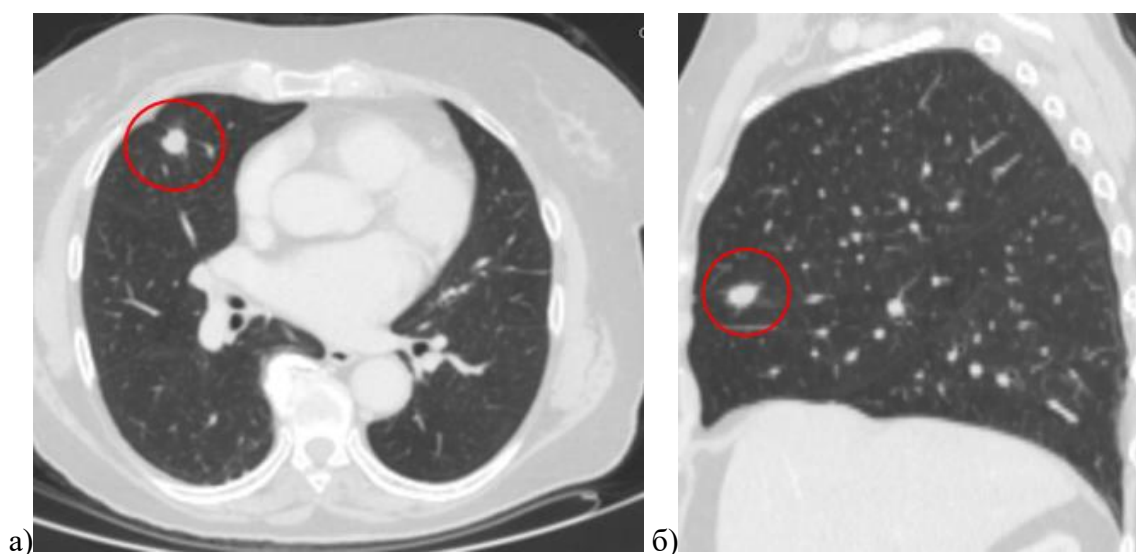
(рисунки из архива ФГБУ «РНЦРР» МЗ России) МСКТ органов грудной клетки (периферический карциноид): В С3 правого легкого определяется узловое образование до 14x13 мм, с неровными лучистыми контурами: а) аксиальный срез; б) сагитальный срез
